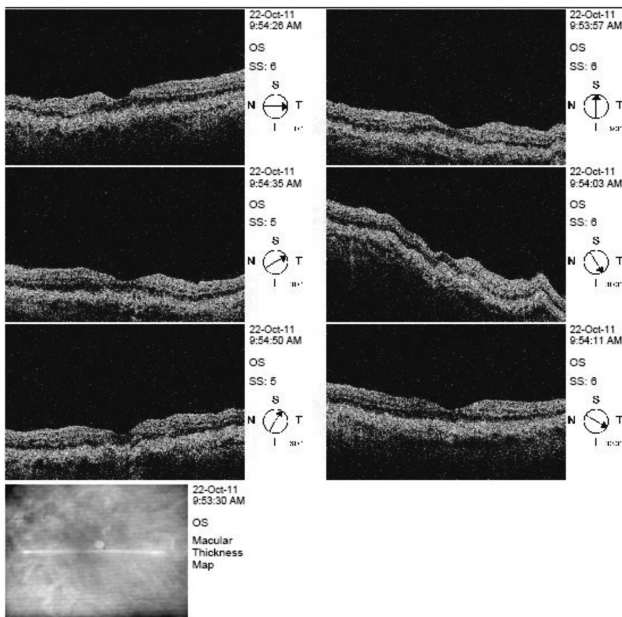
Оптическая когерентная томография левого глаза до лечения. Изменение рельефа, «бугристость», локальные истончения слоя ПЭ
